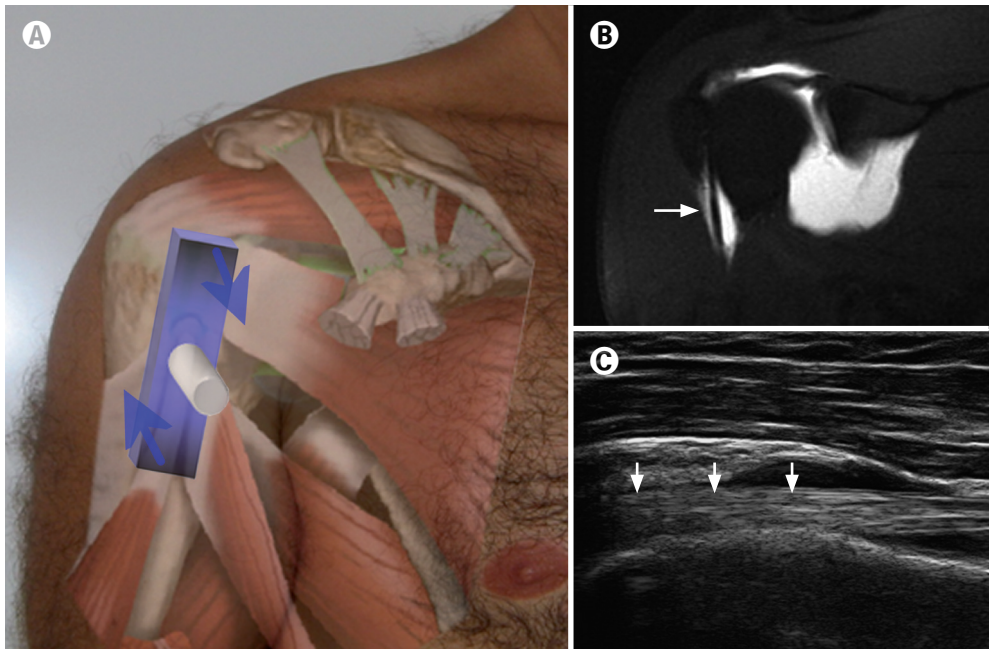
A) Posición 2. Barrido del tendón largo del bíceps (TLB) en su eje largo (flecha). Es recomendable inclinar ligeramente el plano de apoyo de la sonda, levantando su porción superior y presionando la inferior (flechas), para una adecuada incidencia del haz de ultrasonidos. B) TLB (flecha) en imagen artro-RM coronal. C) Ecografía del TLB en su eje largo (flechas), rodeado por pequeña cantidad de líquido.
